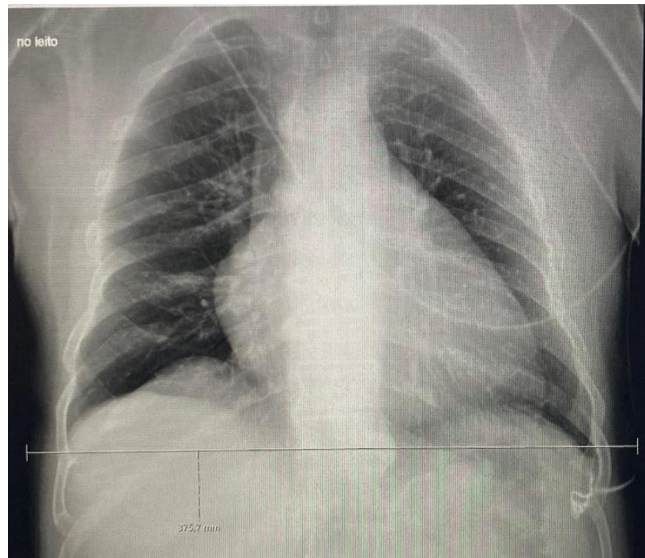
Exemplo de medição lateral para a radiografia do tórax de frente
